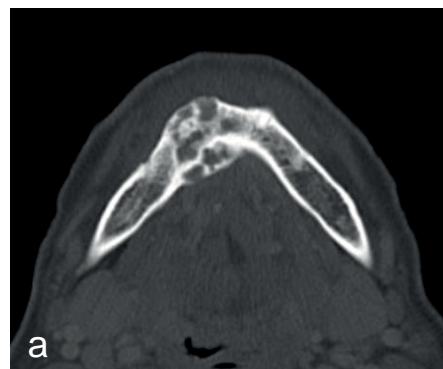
präoperatives CT
